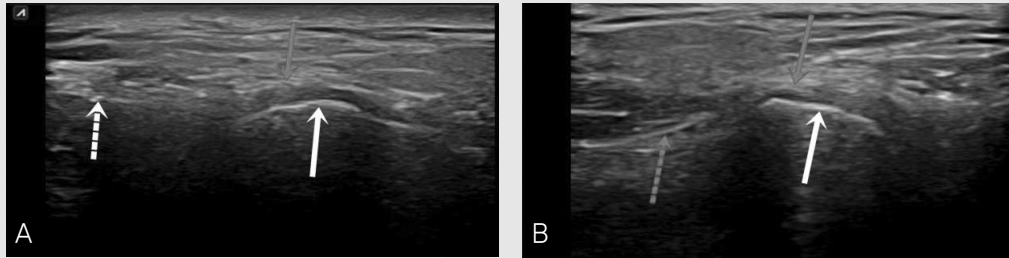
a. 탐색자를 종적으로 위치시킨 후 폐구 시 촬영한 영상으로 빨간색 실선 화살표는 관절낭, 하얀색 실선 화살표는 과두, 하얀색 점선 화살표는 측두골(temporal bone)을 나타낸다. 피질골 아래로는 초음파가 통과하지 못하고 반사되어 저에코의 어두운 영상을 나타내고 있다.
